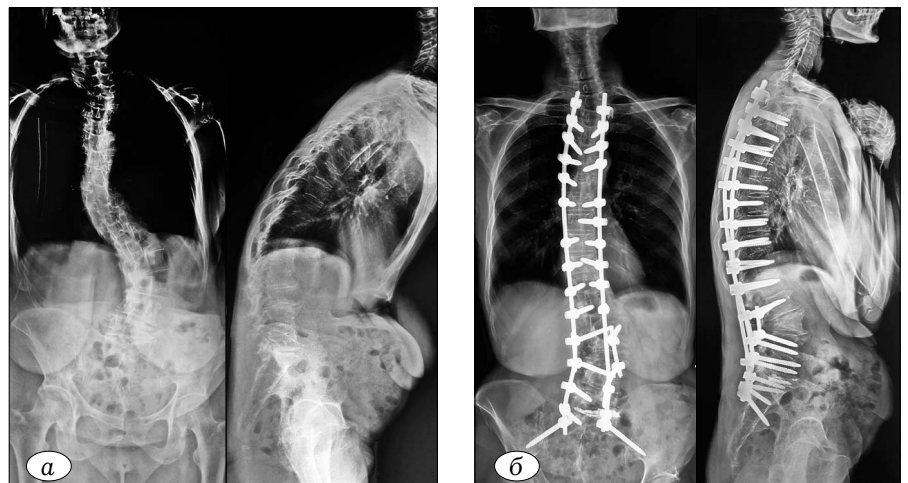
Patient, 69 years old. Diagnosis: Type 4 combined scoliosis. Pronounced violation of sagittal balance. Surgery: transpedicular fixation and correction of the thoracic and lumbar spine; PSO at L3 level. Postural radiographs before (a) and after (b) surgery.
